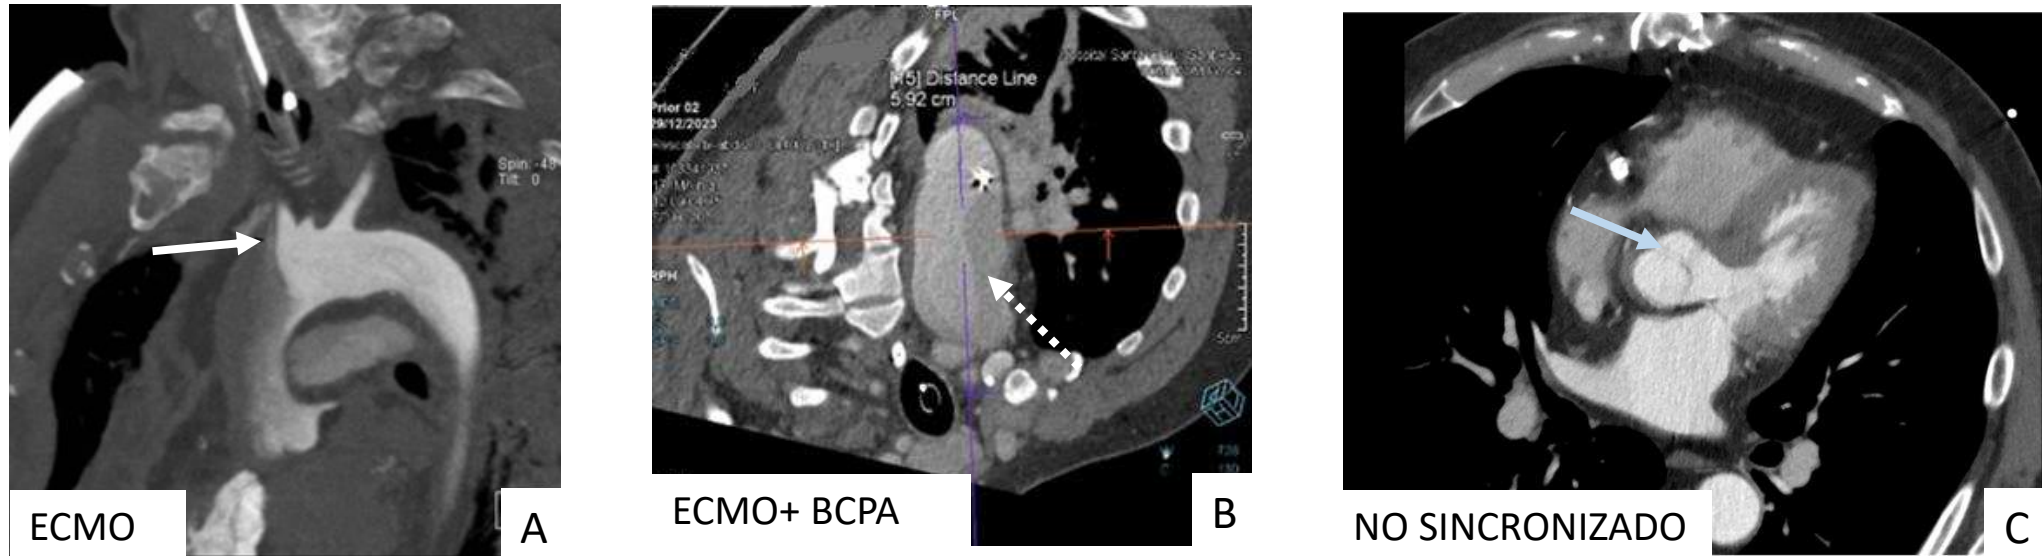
Artefactos que simulan disección aórtica en angio-TC.
